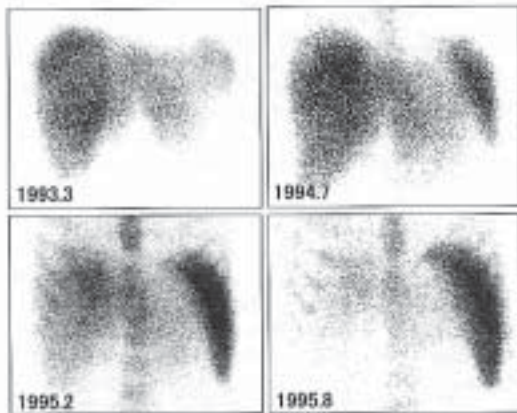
Occasional radiocolloid ( $^{99m}\text{Tc}$ -phytate) scintigrams of a patient with alcoholic hepatitis.
